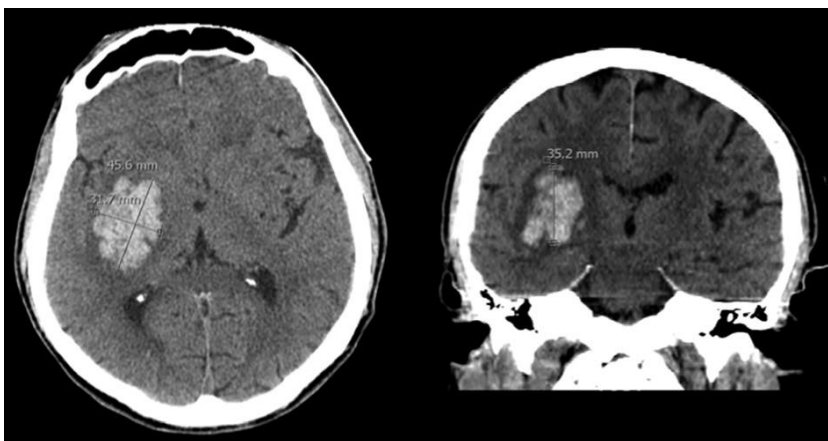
CT- Aufnahme einer ICB
